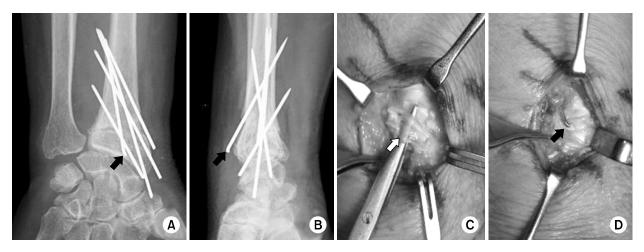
(A, B) Plain radiographs in 78 year-old female patient showed successful union with multiple K-wires fixation at 3 months after distal radius fracture surgery.
